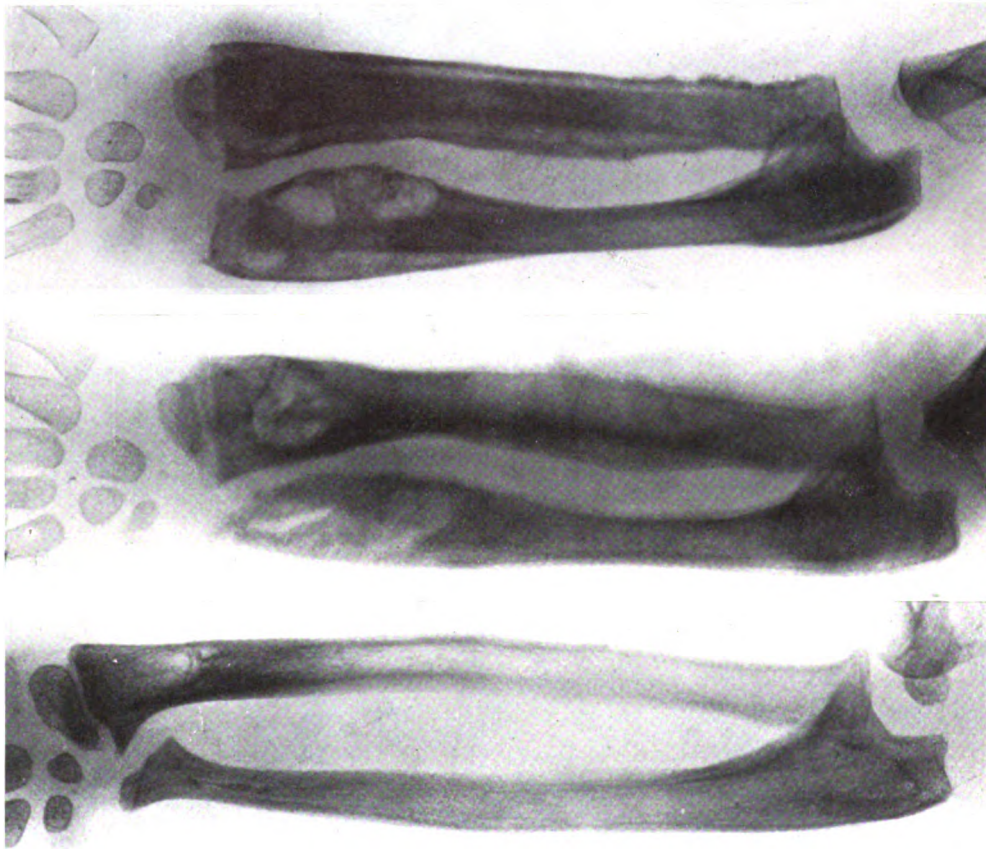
L... Maurice. Ostéite tuberculeuse totale du radius gauche. Ostéite tuberculeuse bipolaire du cubitus gauche. Ostéomyélite secondaire. Radiographie prise le 20 mai 1924, avant l'intervention.
